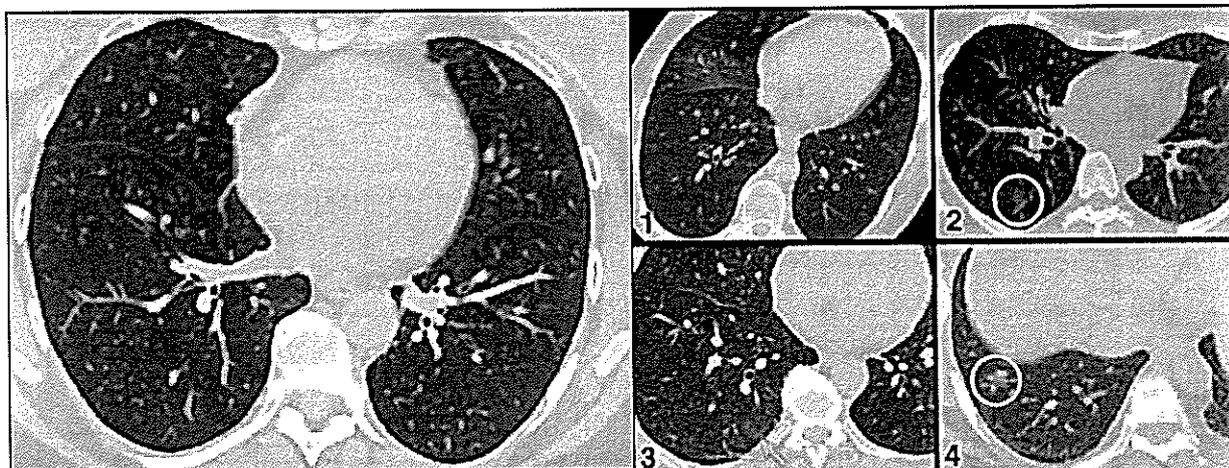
Нормальная КТ-картин здоровых легких
